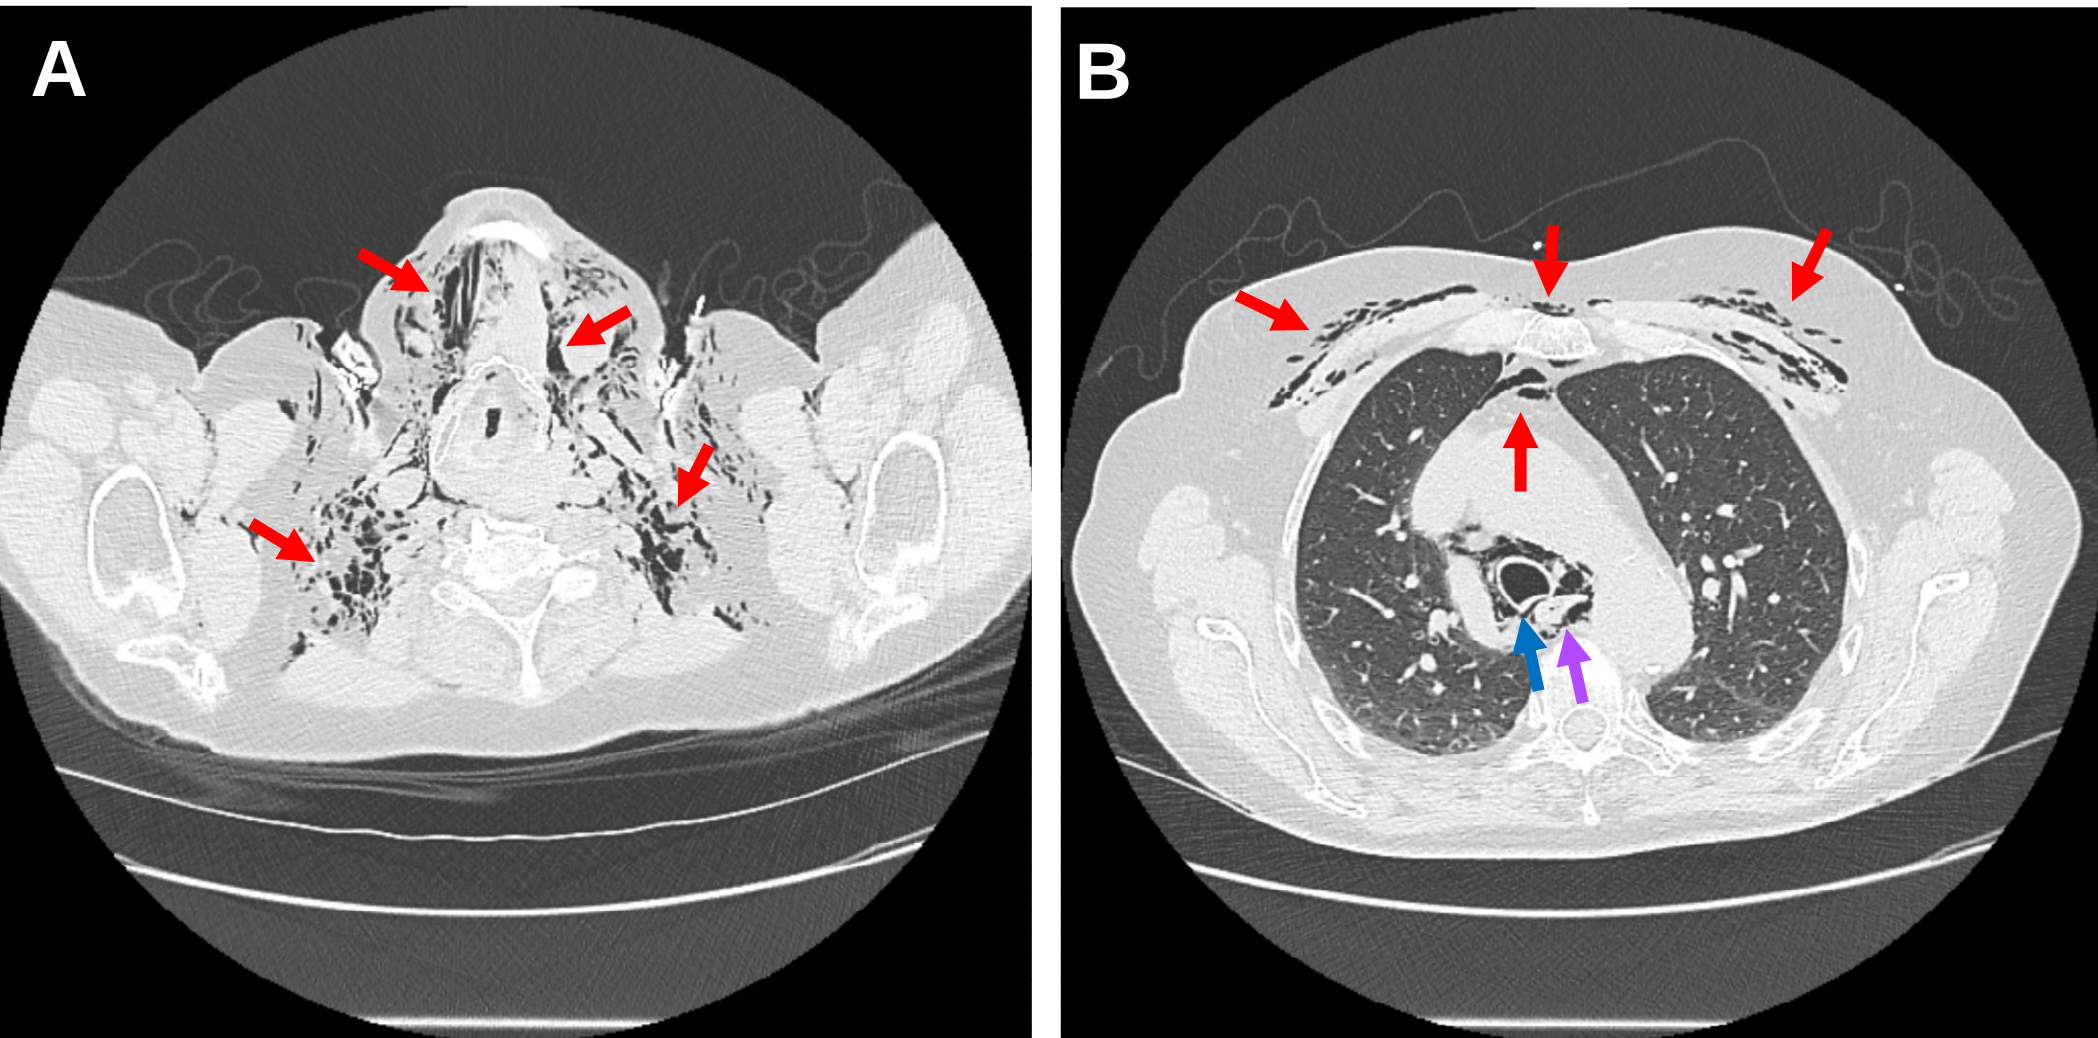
Thoracale CT genomen 24u na ziekenhuisopname. Horizontale sectie thv hals-glottis (A) en thv tracea-aortaboog (B) met uitgebreid subcutaan bilateraal emfyseem thv halsbasis en de thoraxwand (rode pijlen) en lichte rechtszijdige deviatie van de trachea en proximale slokdarm (respectievelijk blauwe en paarse pijl)
